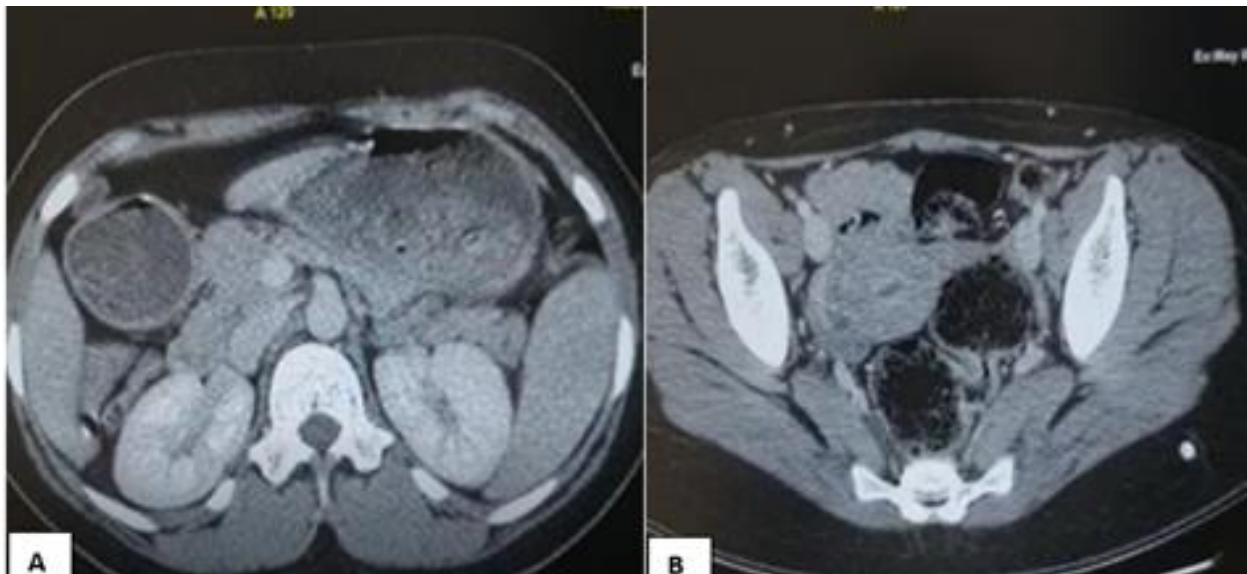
A. Scanner de contrôle après traitement, on constate une re-perméabilisation de la veine ovarienne droite. B. Coupe TDM axiale après injection veineuse d'iode passant par le plan des iles iliaques montrant un Douglas libre.
